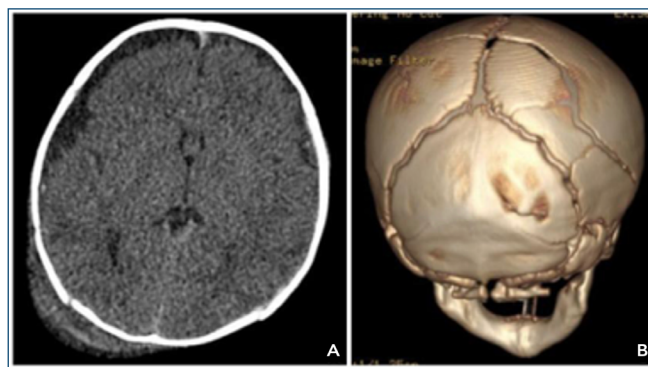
(A) Imagem de tomografia computadorizada, em corte transversal, evidenciando hematoma subgaleal parieto-occipital à direita e parietal à esquerda, fraturas temporo-parietal direita e parietal bilateral e conteúdo hemático agudo no espaço pericerebral bifrontal, occipitoparietal bilateral, temporal esquerdo, parafalcino bilateral. (B) Reconstrução tridimensional da calota craniana demonstrando trações de fratura sem desalinhamentos ósseos significativos.
